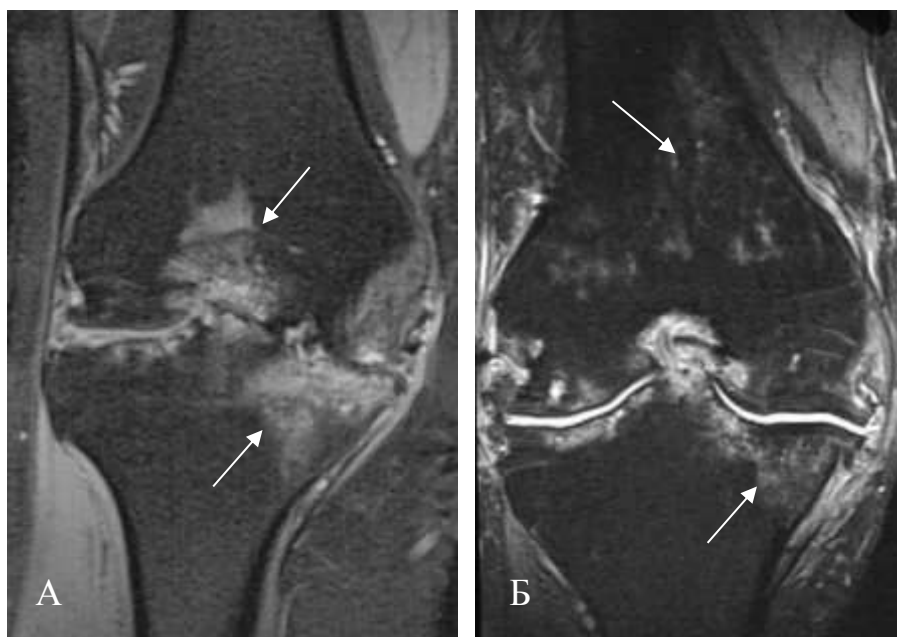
МРТ коленных суставов в коронарной проекции в режиме PDFSat. А - на большом протяжении диффузный отек костного мозга медиальных мыщелков бедренной и большеберцовой кости, межмыщелкового углубления бедренной кости. Б - «пятнистый» отек костного мозга преимущественно метадиафиза бедренной кости
